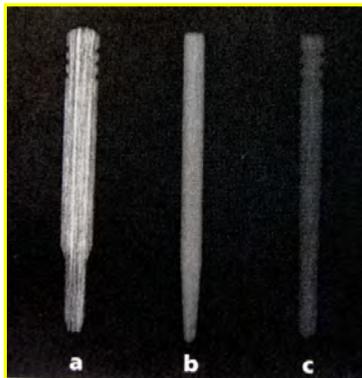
Radiografía de 3 diferentes tipos de pernos reforzados con fibra muestran diferentes radiopacidades [32].
